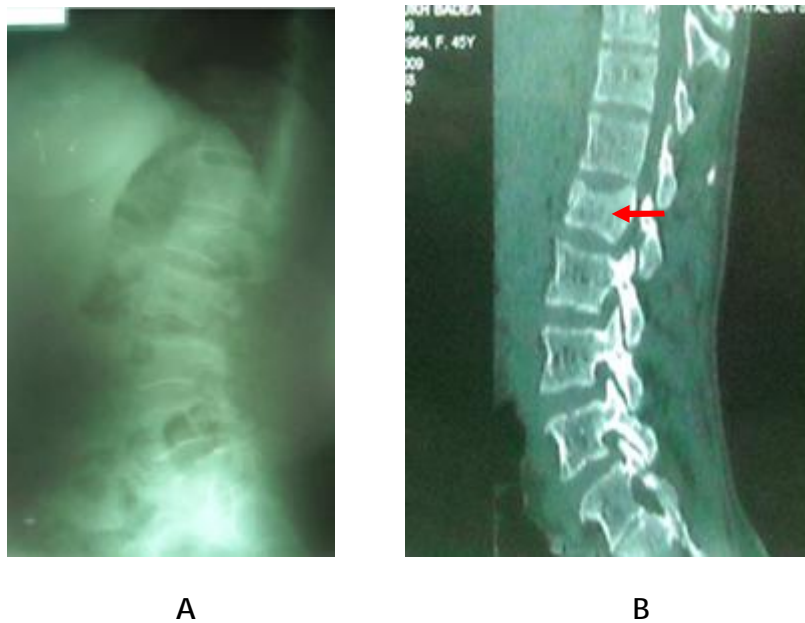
Radiographie du rachis : profil (A) et TDM en reconstruction (B) montrant une fracture tassement de L1
